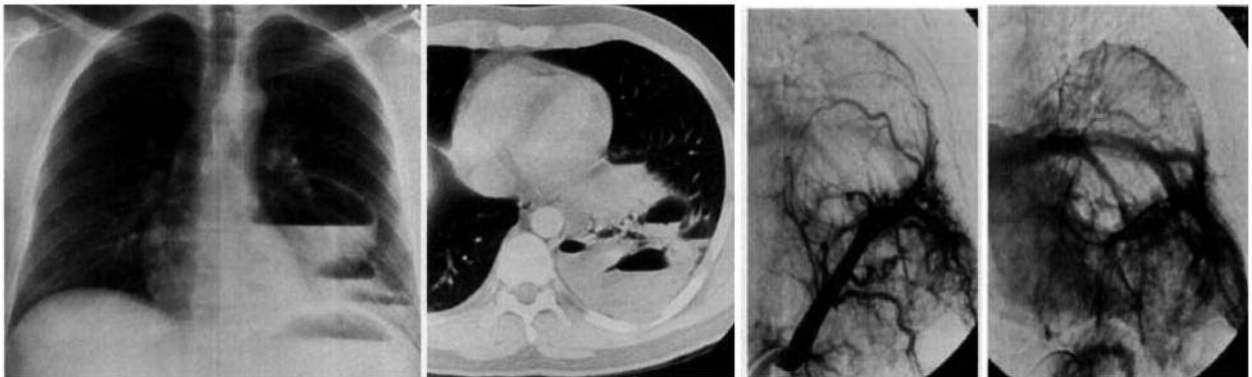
Обзорная рентгенограмма ОГК (а) и нативная КТ в аксиальной проекции (б) – в нижней доле левого легкого определяются множественные полости различного размера с горизонтальными уровнями жидкости. Селективная аортограмма в артериальную и венозную фазы – определяются питающая артерия (в) и развитие многочисленных анастомозов на периферии (г) [Melissa L. Rosado de Christenson, RadioGraphics, 1993; 13:425-441]
